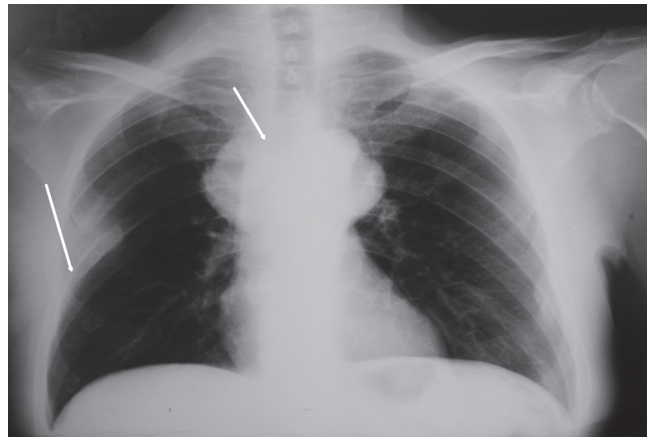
Radiografía de Tórax. Se observa voluminosa masa mediastinal y fractura costal.
